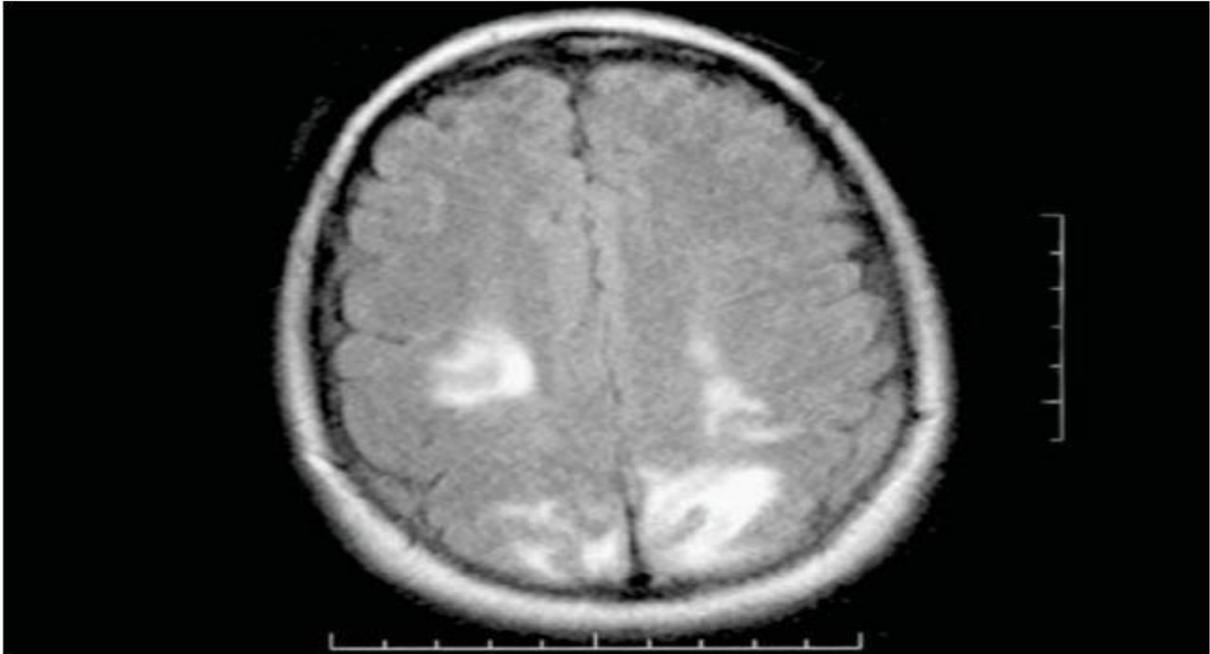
IRM d'une primipare atteinte d'éclampsie (lésions FLAIR a en T2)
